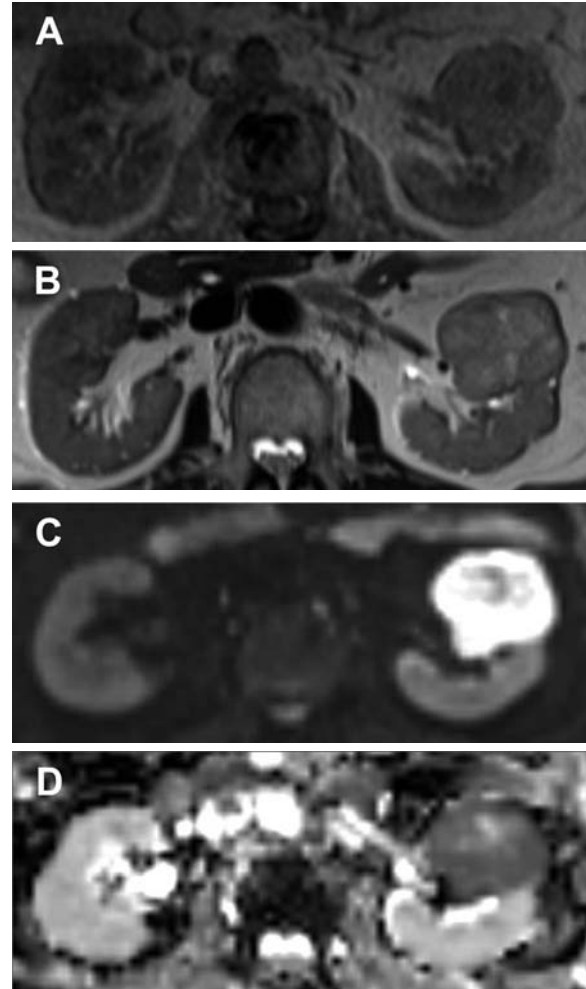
Magnetic resonance imaging demonstrated an iso-intensity tumor on T1-weighted imaging, and iso-intensity or high signal intensity on T2-weighted imaging. Diffusion-weighted imaging revealed a high signal intensity with low apparent diffusion coefficient values. A: T1-weighted image. B: T2-weighted image. C: Diffusion-weighted image. D: Apparent diffusion coefficient map image.
